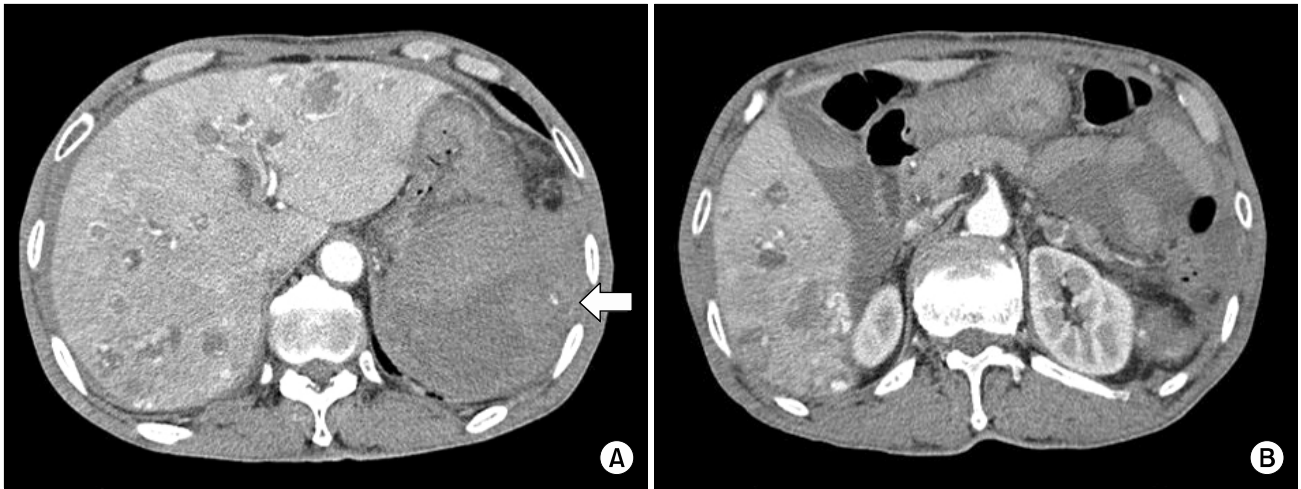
The follow-up abdominal CT scans (78th postoperative day). About two months later, the follow-up abdominal CT scan revealed a large amount of hematoma, possibly due to rupture of recurred mass lesion (angiosarcoma, maximum 10×9 cm sized, white arrow) in splenectomy bed (A), and more aggravation of multiple hypervascular metastases in the liver (A, B).
